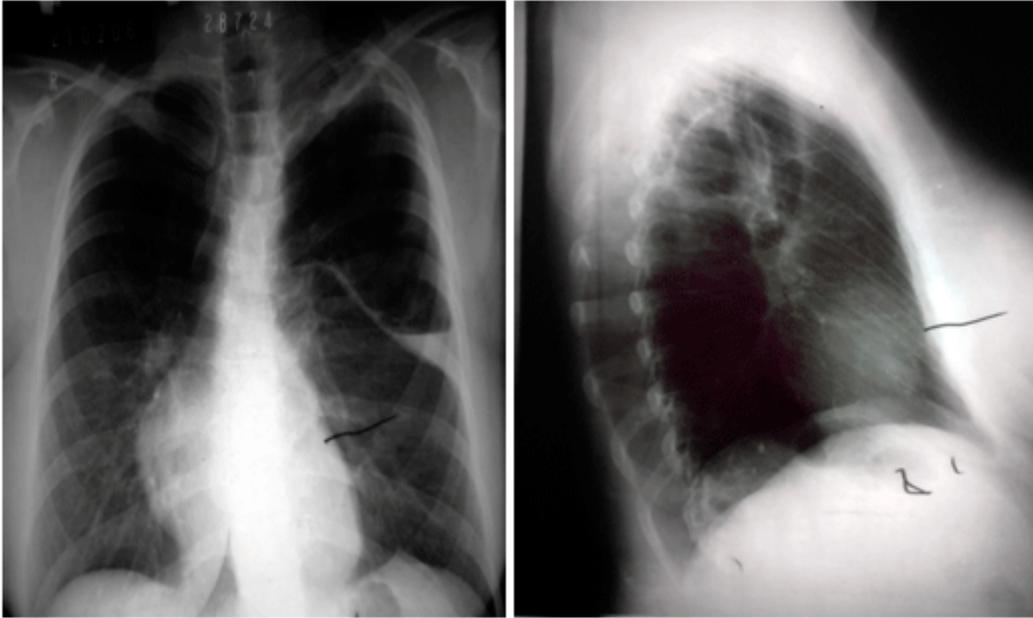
Radiografía frontal de tórax PA y lateral: cavitación en lóbulo superior izquierdo con nivel hidroaéreo.
